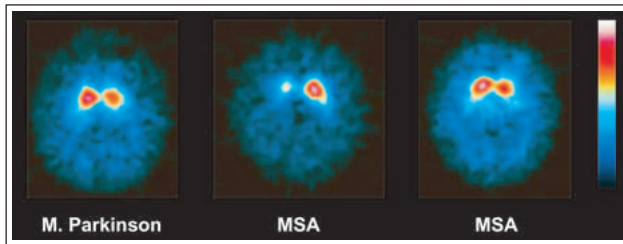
β -CIT-SPECT bei einem Patienten mit *post mortem* bestätigtem M. Parkinson und 2 exemplarischen Fällen mit autopsiebestätigter MSA. Milde Rechts-Links-Asymmetrie der striatalen Bindung beim Patienten mit M. Parkinson, massive Rechts-Links-Asymmetrie beim einen MSA-Patienten (Mitte), geringe Asymmetrie beim zweiten MSA-Patienten (rechts). Die DAT-SPECT kann im Einzelfall nicht zwischen den verschiedenen degenerativen Parkinson-Syndromen differenzieren. Axiale Schichten auf Höhe der maximalen Bindung im Striatum. © W. Pirker, Universitätsklinik für Neurologie, Wien.
